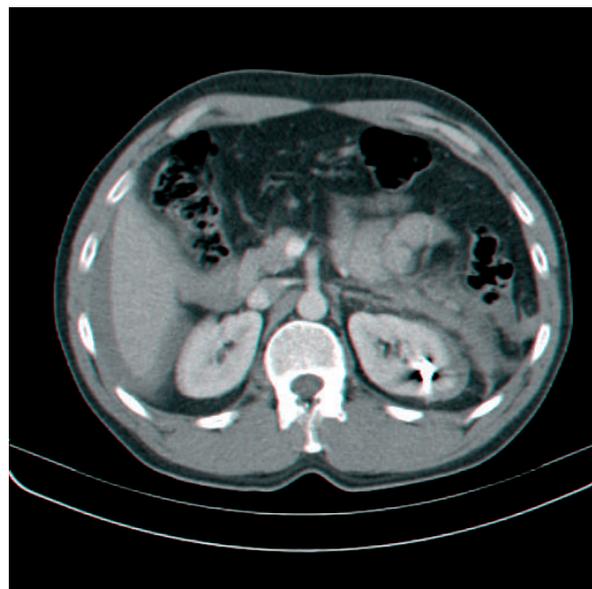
TC de urgência evidenciando a presença de corpo estranho radiolucido intra-renal esquerdo, com presença de lâmina de derrame peri-renal, pararenal anterior esquerdo e peri-hepático
